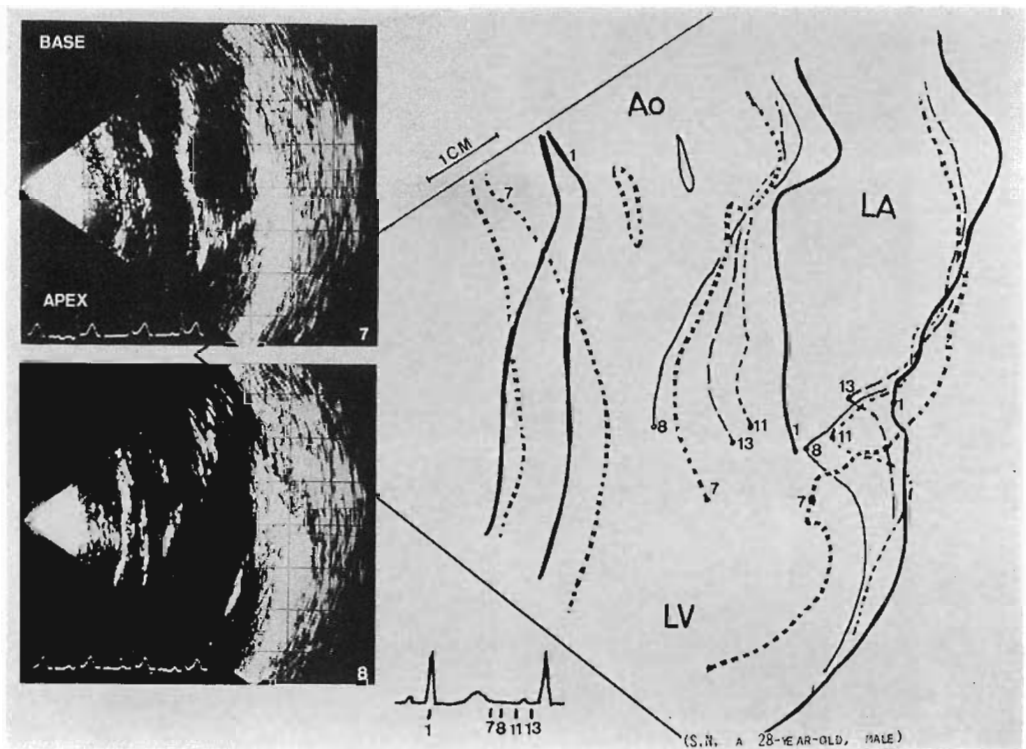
Superimposed tracing of the long axis cross-sectional echocardiogram.
